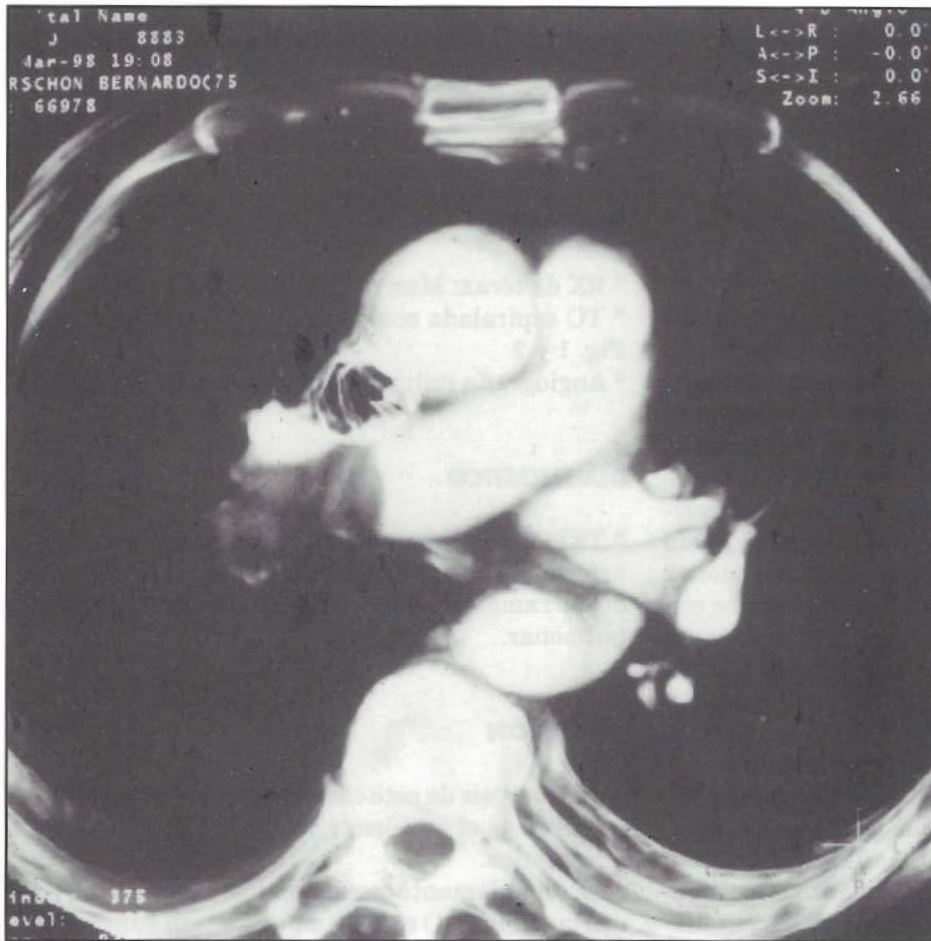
TC espiralada (angioTC): Corte transversal a la altura de la arteria pulmonar principal y su bifurcación. Defecto de relleno (gris oscuro) en el sector distal de la rama pulmonar derecha que se extiende hacia su rama inferior. El corte también muestra las porciones ascendente y descendente del cayado aórtico.
